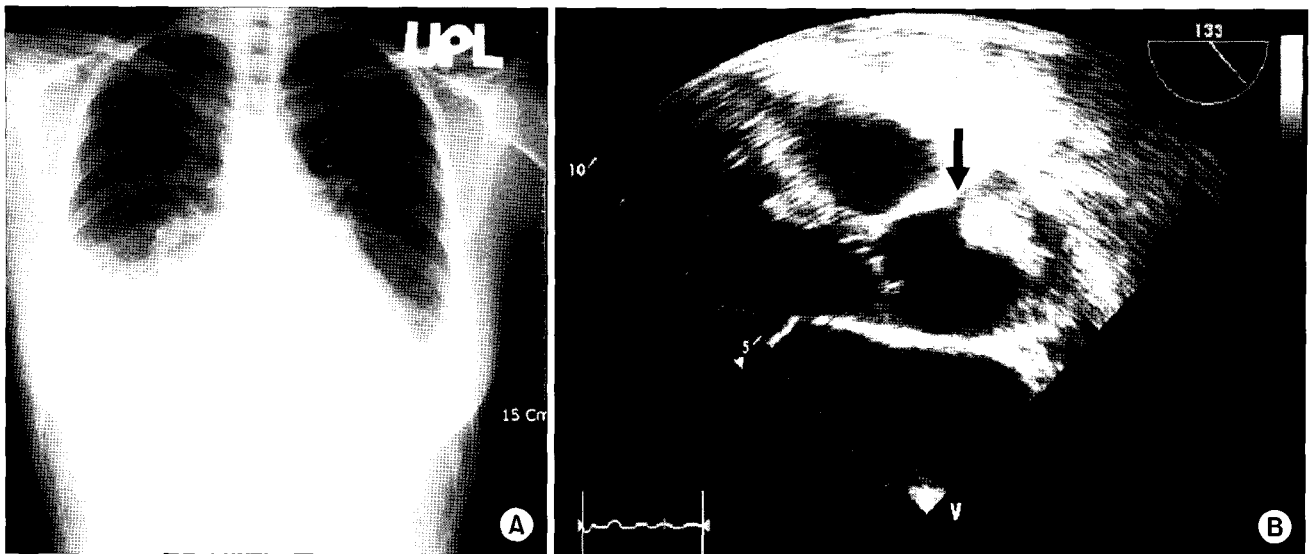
Chest X-ray showed cardiomegaly and bilateral pleural effusion (A). Echocardiography revealed markedly dilated right coronary artery (arrow) in parasternal long axis view (B).
